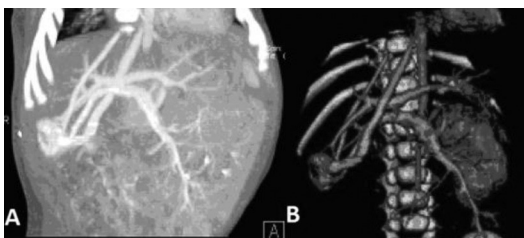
КТ пацієнта 3 міс з артеріовенозною мальформацією, А-MIP-реконструкція, В-VRT-реконструкція
